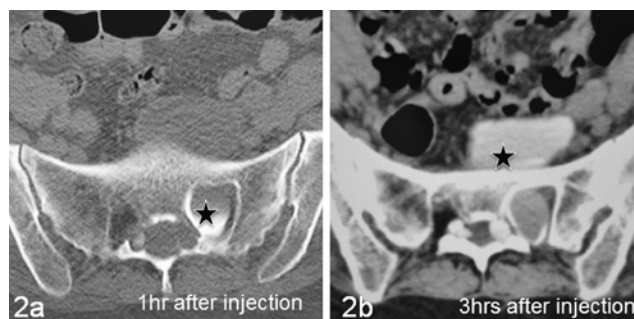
Axial CT myelography shows contrast medium filling into the sacral cyst at post-injection 1 hr (2a) and 3 hrs (2b). Contrast medium in the meningeal cyst (★) was extended from the sacral bone to the pelvic cavity.
